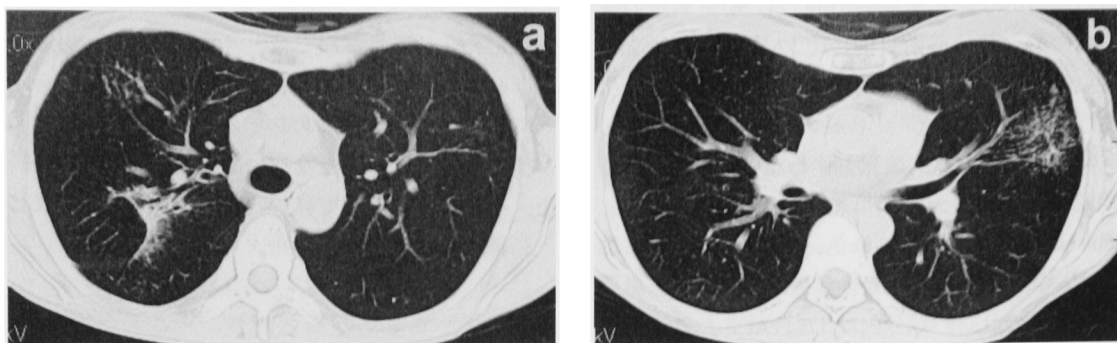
a) Chest CT on June 17, 2004, shows a decrease of abnormal shadows in the right upper lung field.
